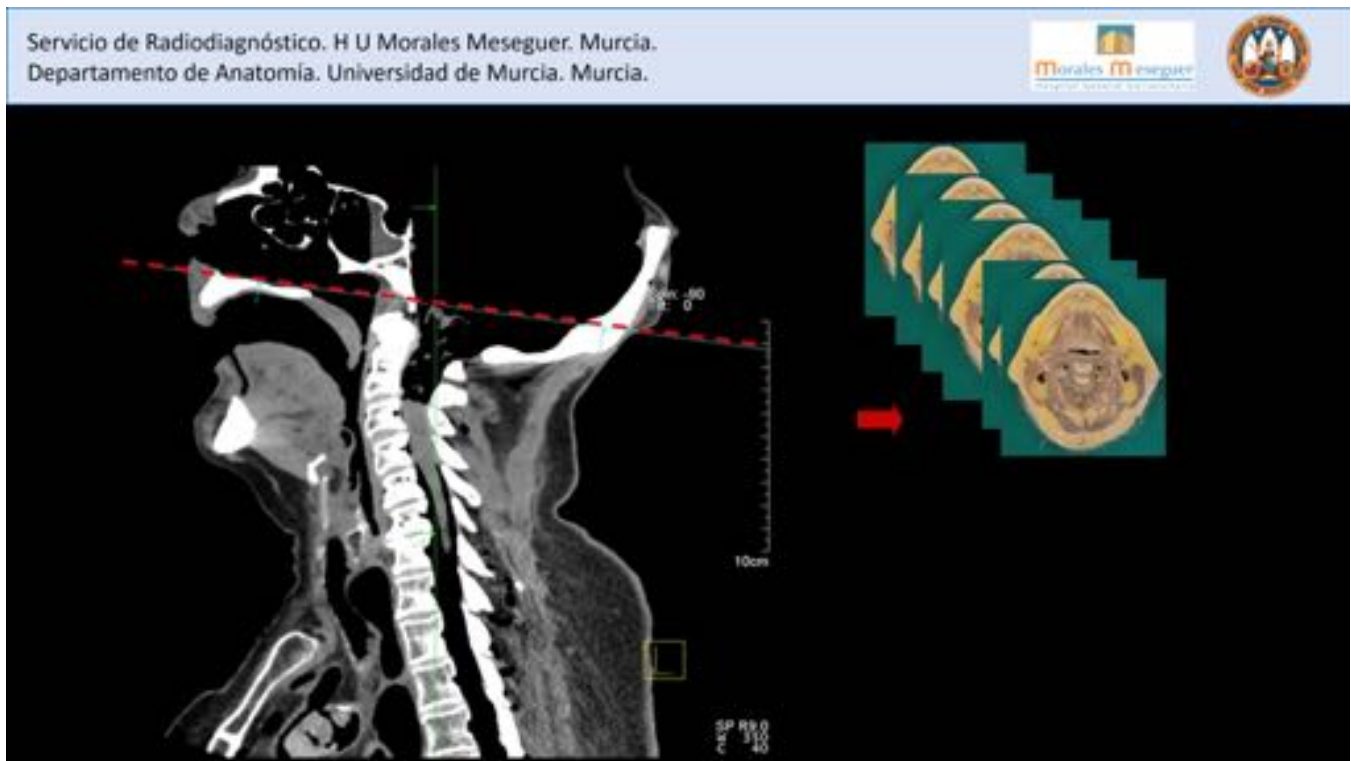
TC en el plano sagital de la pieza anatómica. La línea roja señala el plano que se siguió para hacer los cortes paralelos de la pieza (imagen de la derecha).
